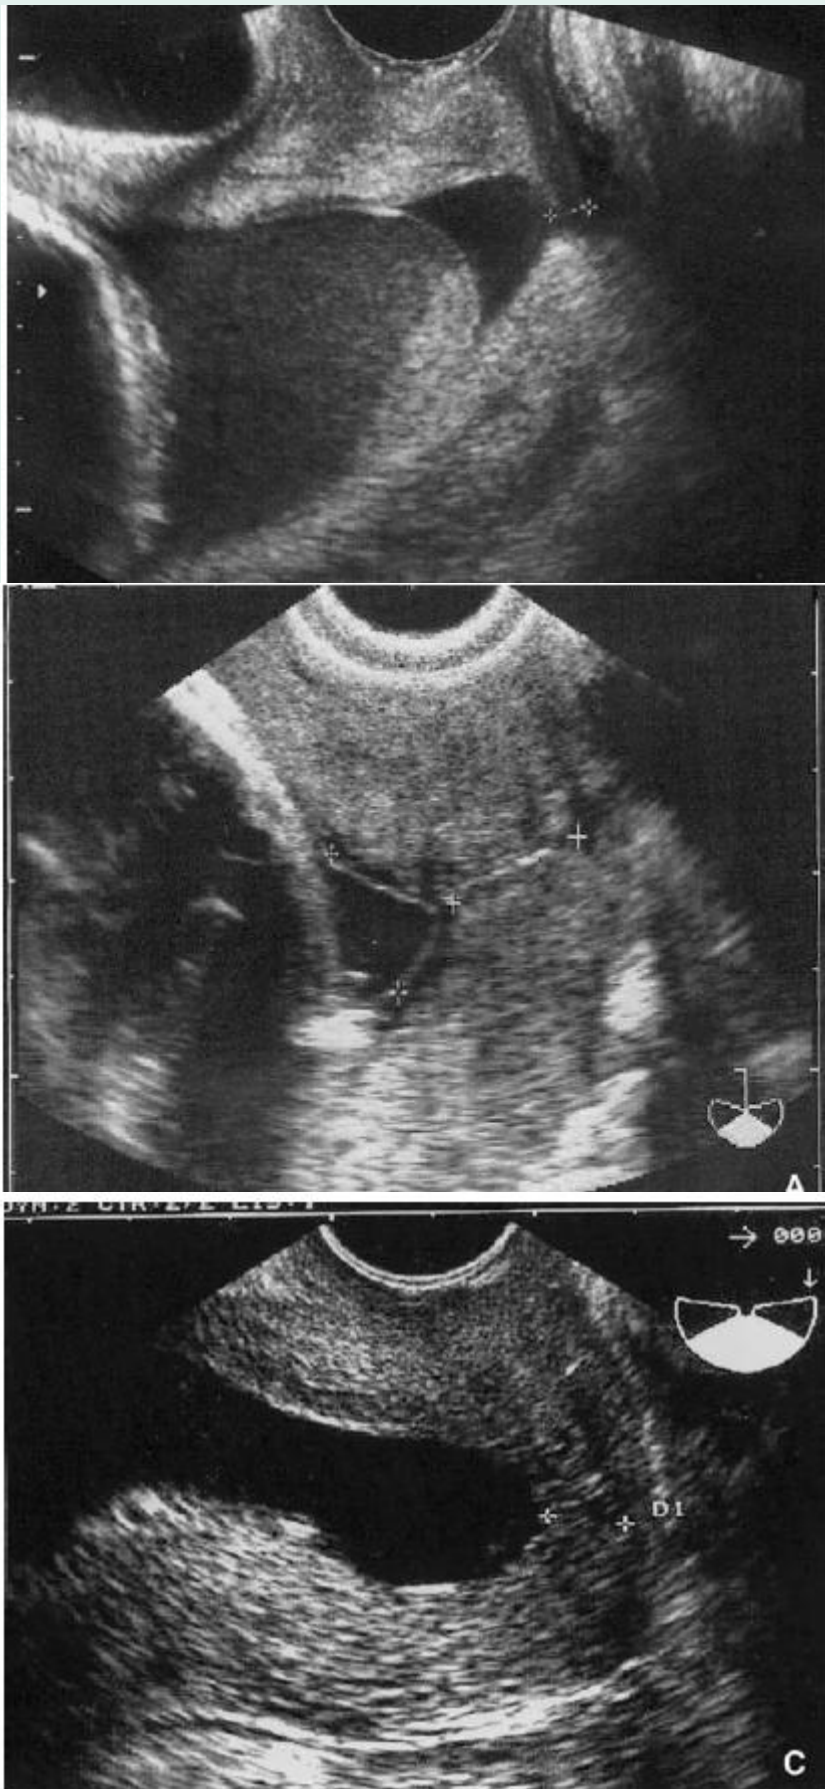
Échographies du col.
